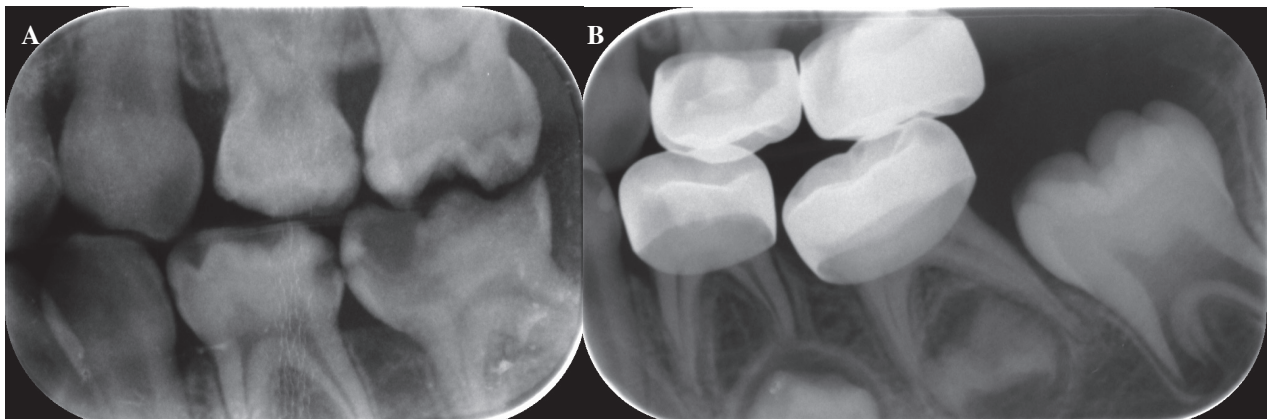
A. Radiographic image of a lower left primary molar before pulpotomy treatment with Portland cement. B. Radiographic image showing stenosis of root canal at 6 months after treatment in the same molar.
